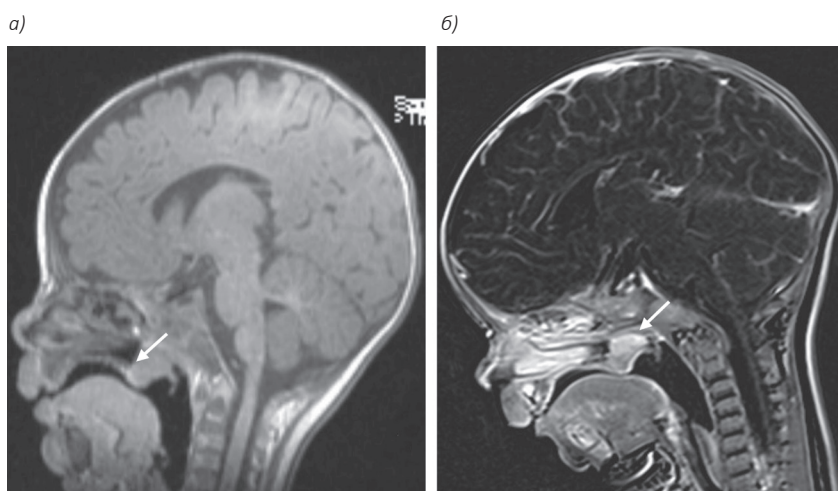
КТ головы (а) и МРТ (б) головного мозга с контрастным усилением в сагиттальной проекции, стрелкой показано новообразование носоглотки
